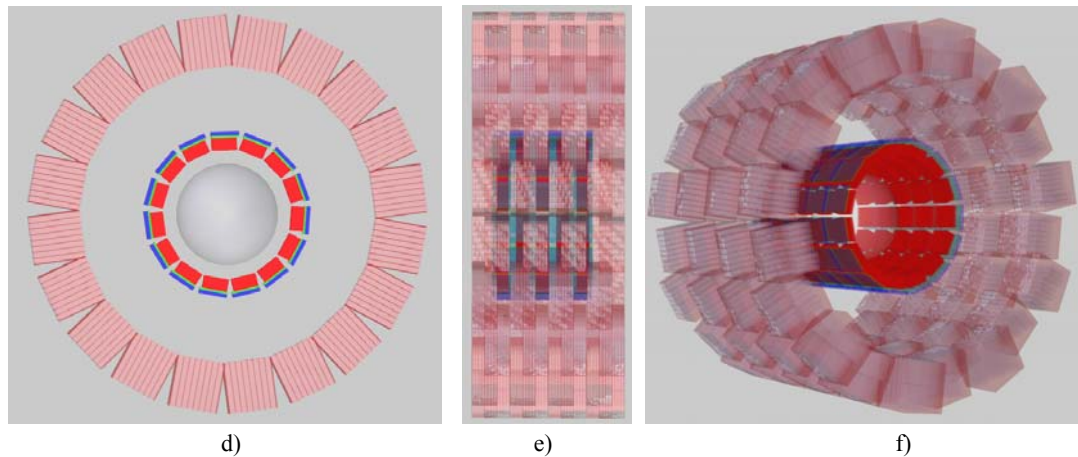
Vistas del sistema Compton-PET ideal simulado con GAMOS - a),b),c) diámetro máximo ClearPET; d),e),f) diámetro mínimo ClearPET a,d) frontal, b,e) lateral c,f) perspectiva.
